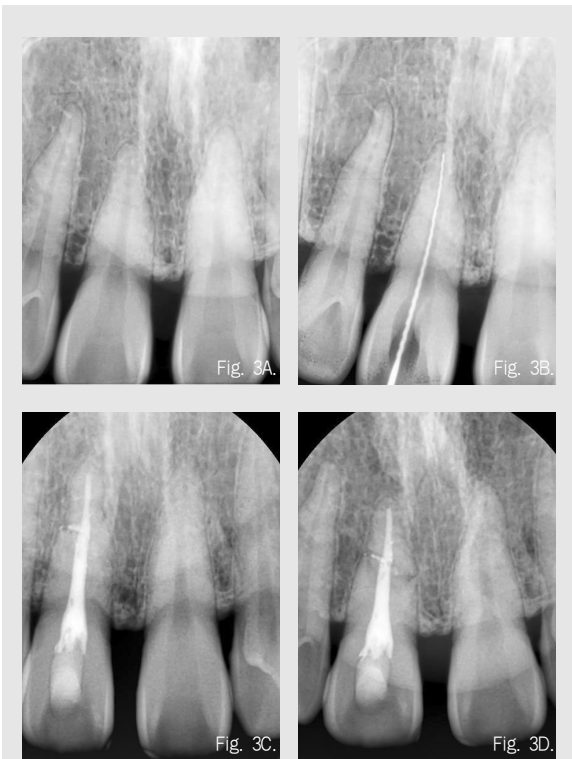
증례 2)의 치근단 방사선 촬영, 초진(A), 근관장 측정(B), 근관 충전 4개월 후(C), 외상 9개월 후 치근 파절선 관찰됨(D).
